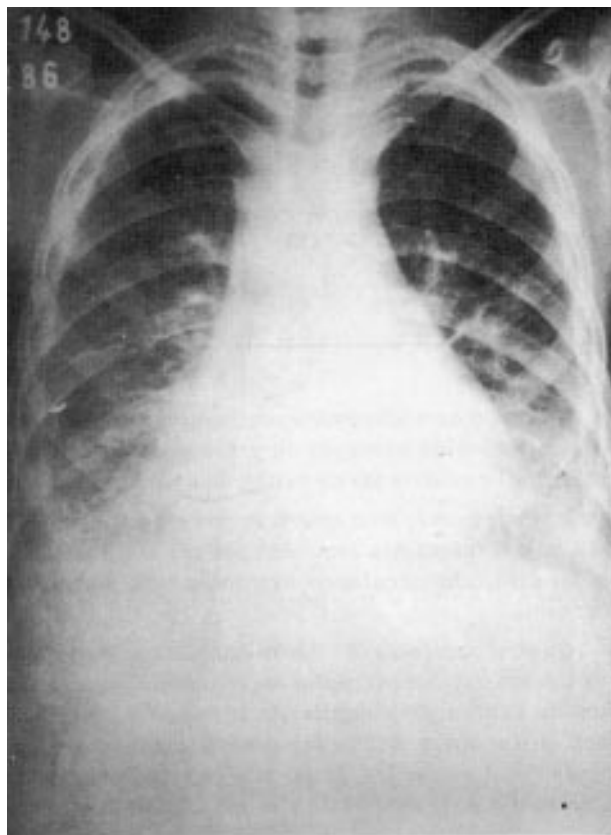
a) Radigrafia do tórax em pótero anterior evidenciando aumento de área cardíaca. b) Radiografia de tórax em perfil direito do mesmo paciente evidenciando a presença de calcificação pericárdica intensa nas faces anterior e diafragmática.
